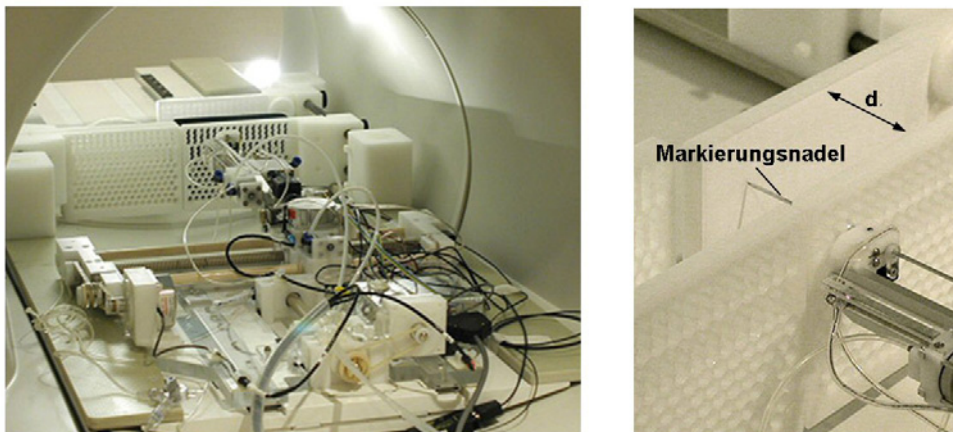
links: Versuchsanordnung zur Ermittlung der Systemgenauigkeit im MRT-Isozentrum, rechts: Farbmarkierung des Messblattes an der Zielplatte mit einer speziellen Nadel.
